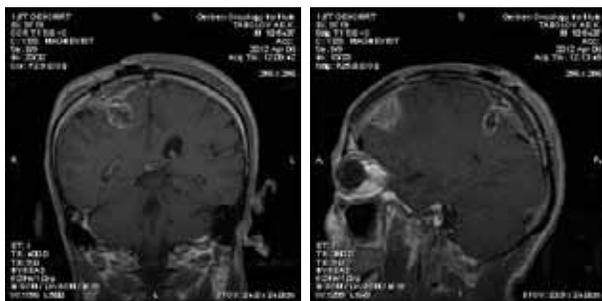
Контрольная МРТ головного мозга в T1-режиме с контрастным усилением, фронтальная проекция, с контрастным усилением (06.04.12) — опухоль правой теменной доли удалена, данных за ишемические и геморрагические осложнения нет
